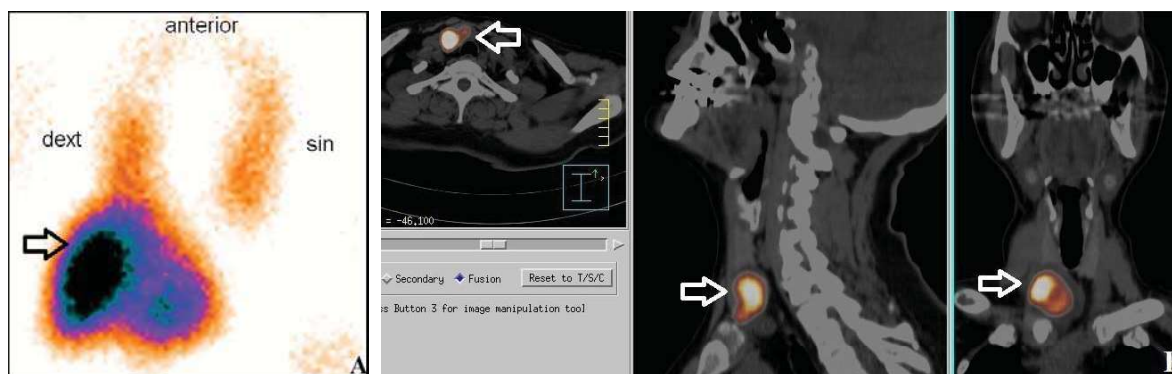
Радиоизотопное исследование с ^{99}Tc -Сестамиби, пациент А. А – планарная сцинтиграмма, определяется очаг гиперфиксации радиофармпрепарата в проекции правой доли щитовидной железы (стрелка). Б – однофотонная эмиссионная компьютерная томография, совмещенная с КТ, визуализируется очаг гиперфиксации радиофармпрепарата под нижним полюсом правой доли щитовидной железы, соответствующий аденоме паращитовидной железы.
